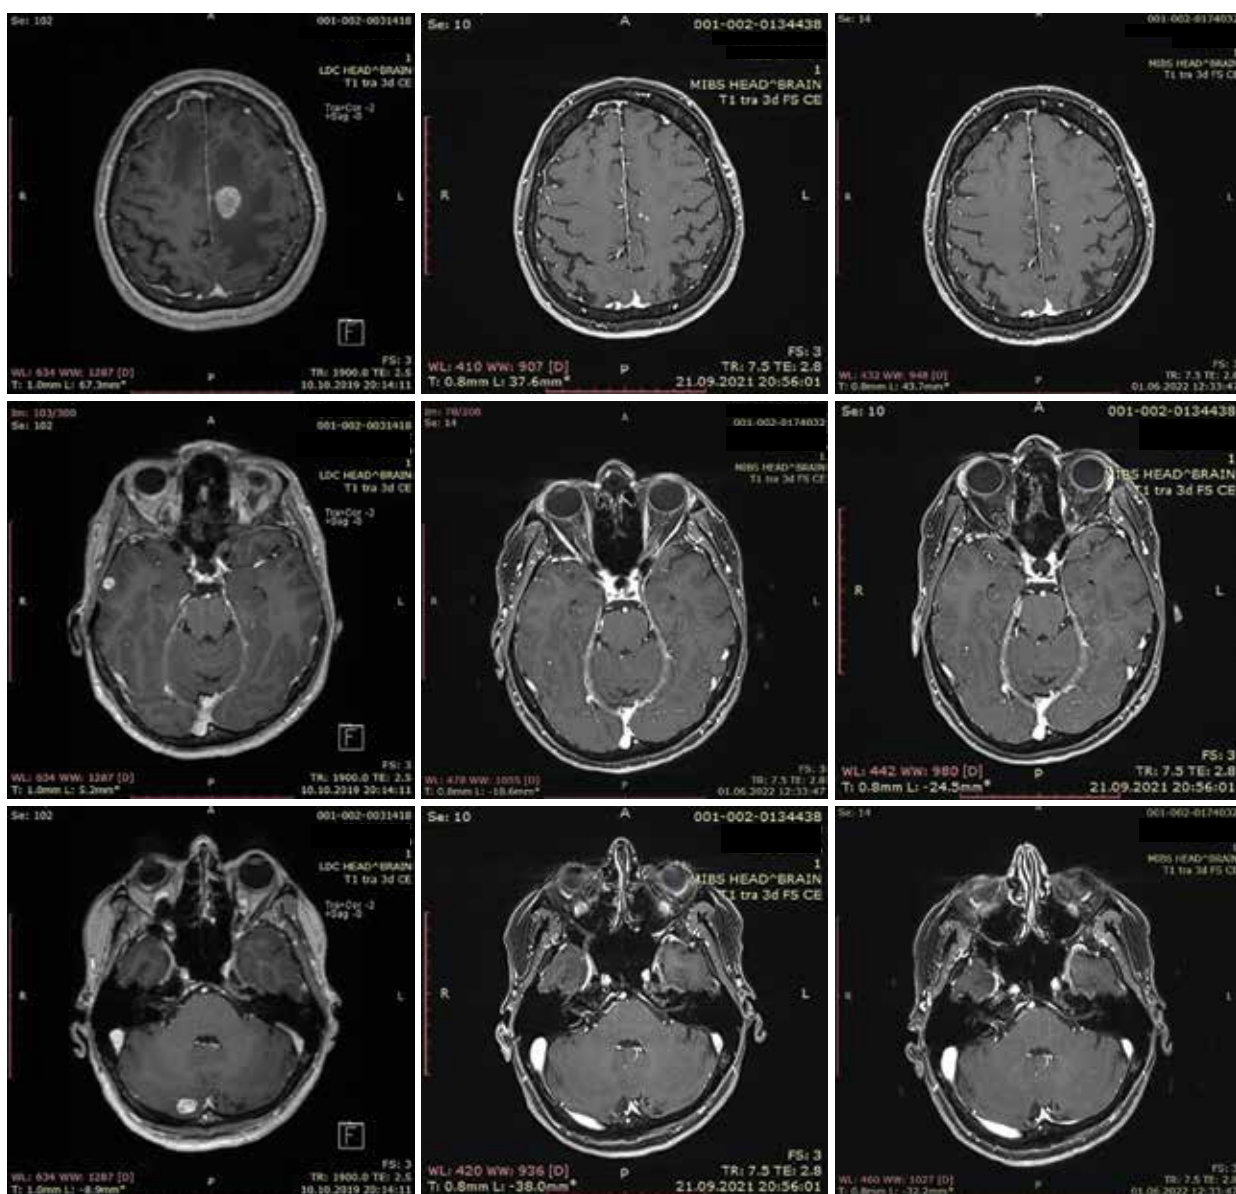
Динамика метастатического поражения головного мозга по данным МРТ на фоне лечения комбинацией дабрафениб + траметиниб
